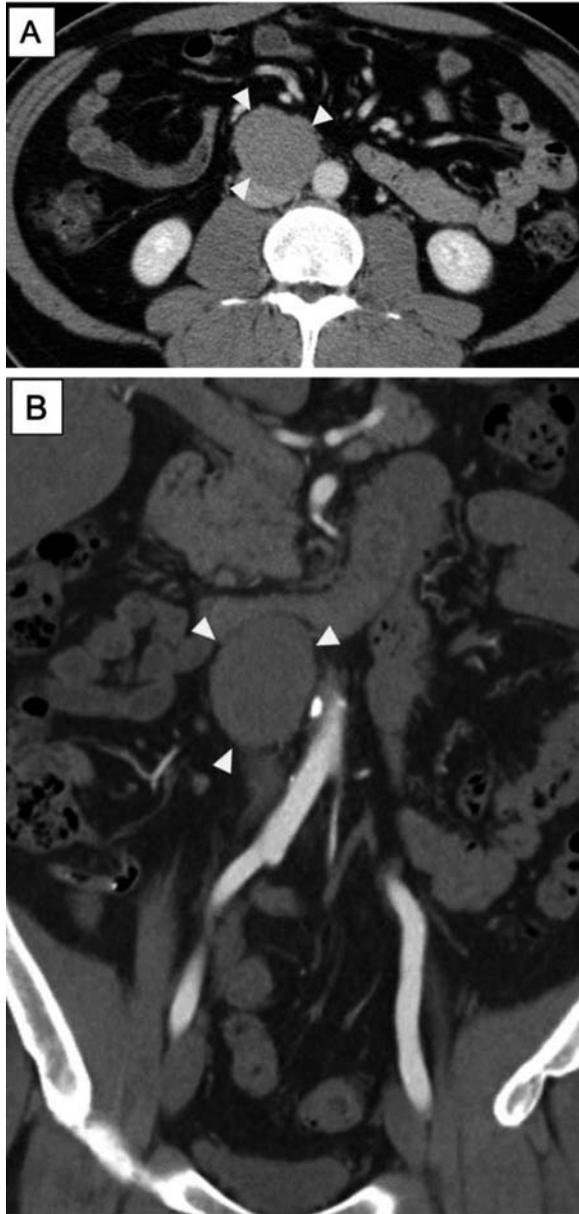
Abdominal CT image. (A): Contrast enhanced computed tomography image showing well-circumscribed retroperitoneal mass. (B): Coronal plane.
